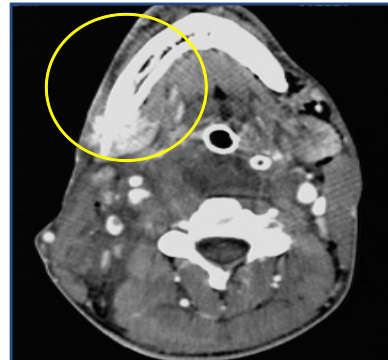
TC de cuello muestra lesión de carótida interna.
